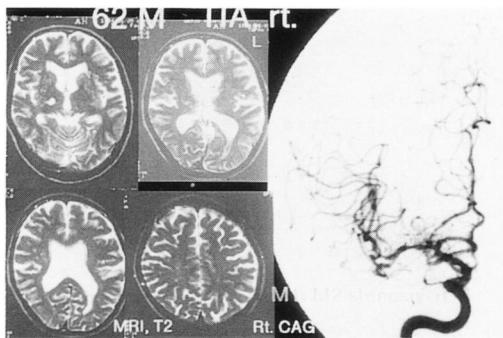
MRI：右基底核に小梗塞を認めるものの、皮質領域には認めない。
